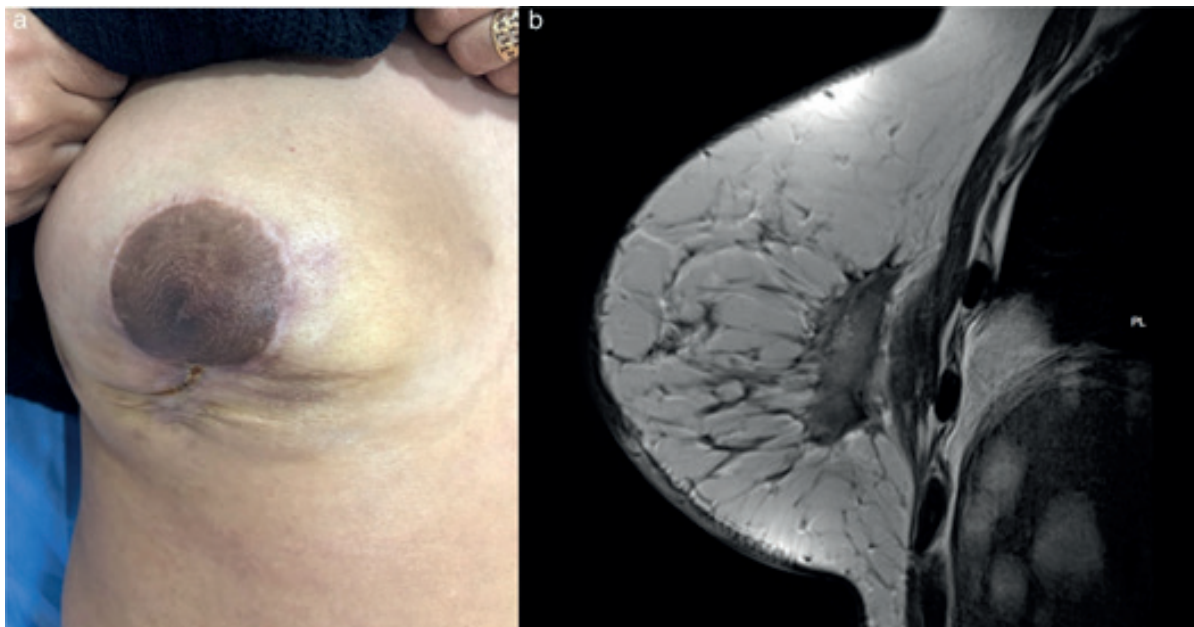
Postoperatorio (6 meses) A. Herida cerrada y cierre de fistulas cutáneas. B. IRM de la mama derecha (corte sagital) con resolución de abscesos múltiples en el parénquima mamario
